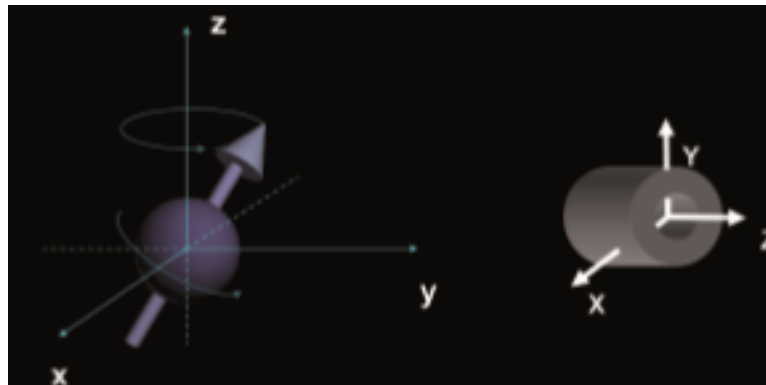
Eixos e coordenadas utilizados na RM
